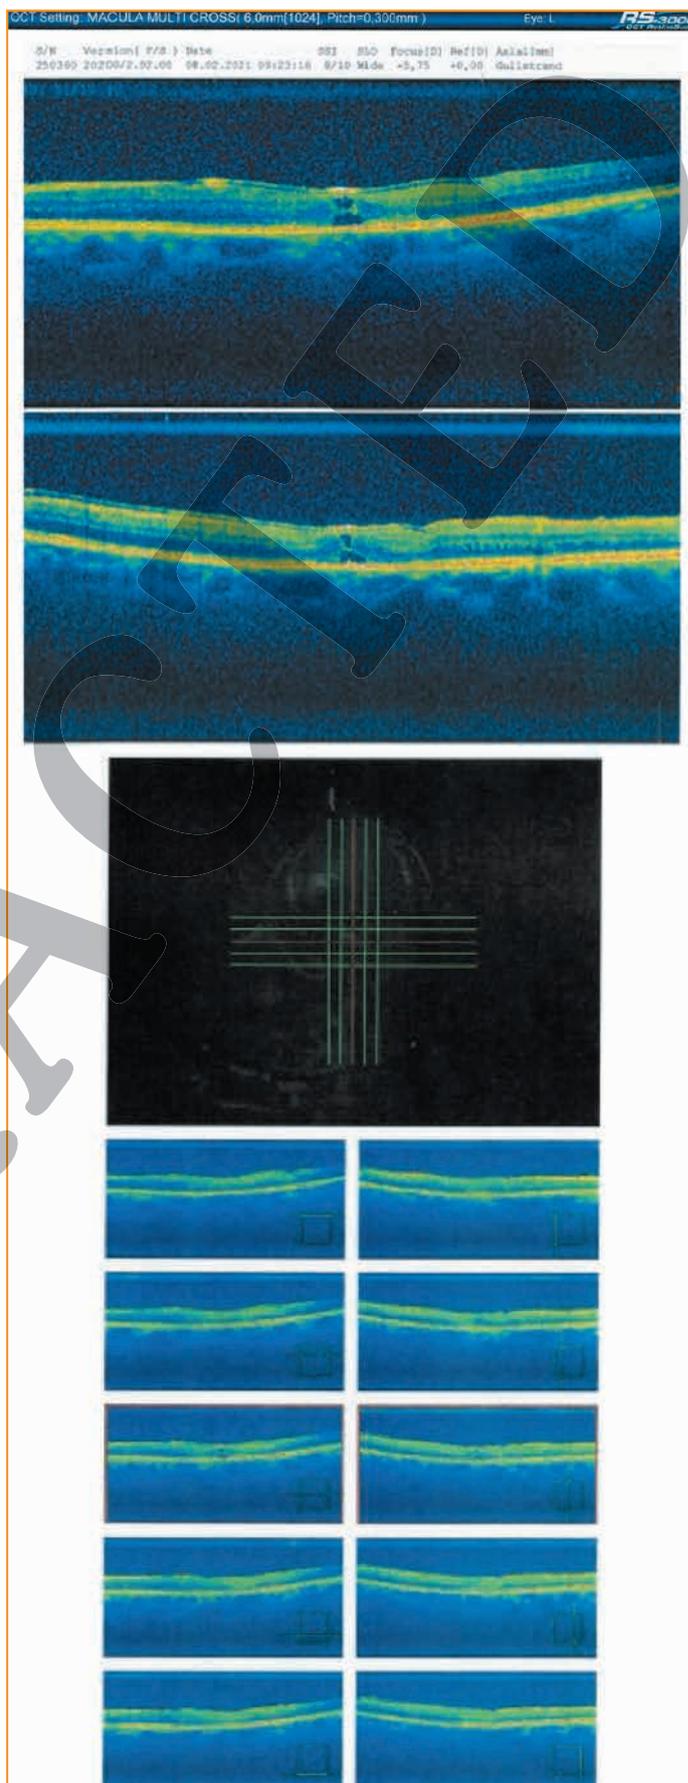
Оптические когерентные томограммы МО пациентки Ф. через 1 мес. после операции
